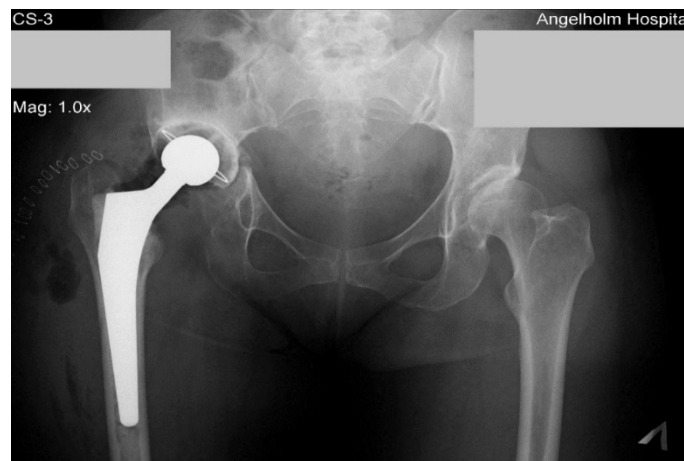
Рентгенограма обох кульшових суглобів хворої Ж. після встановлення тотального цементного ендопротеза правого КС. на 8 день з моменту оперативного втручання.
